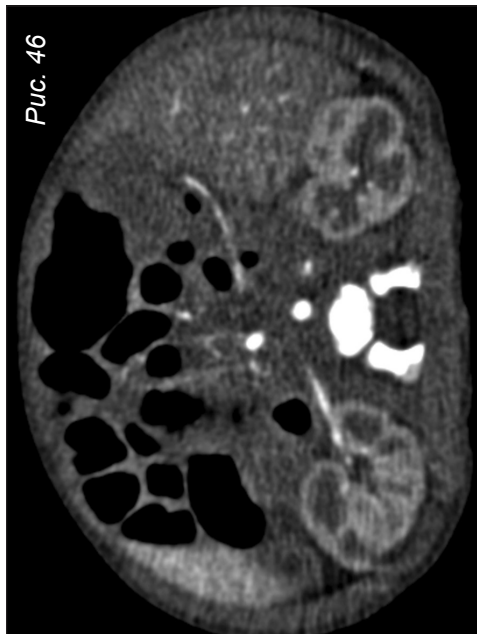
КТ органов брюшной полости с контрастированием, аксиальные срезы
